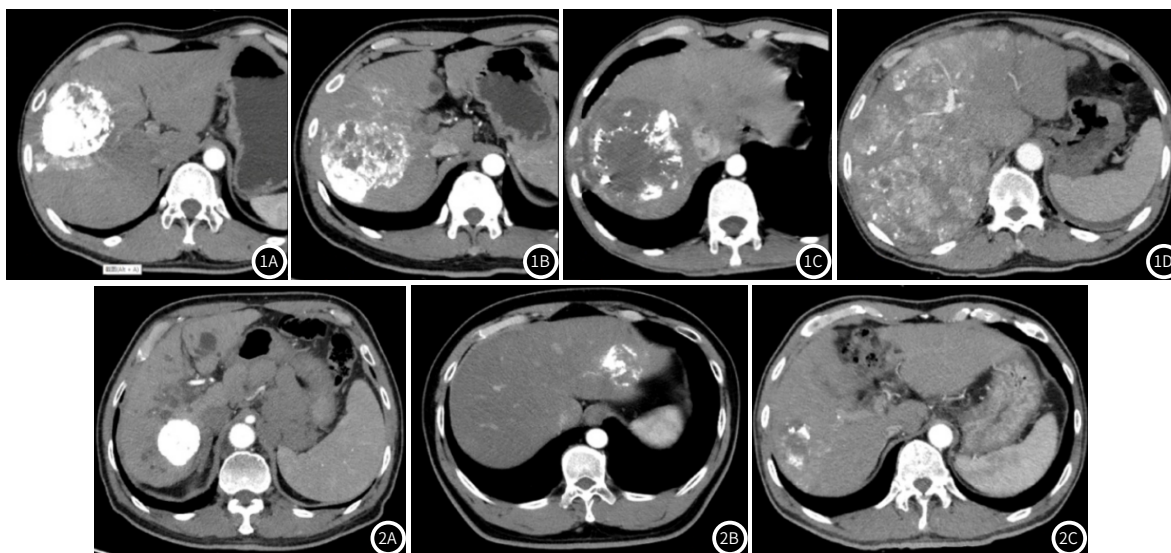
为肿块型PLC患者患者术后复查CT图, 其中图1A为36岁男性PLC患者肿瘤部位呈现I型碘油沉积; 图1B为32岁男性PLC患者肿瘤部位呈现II型碘油沉积; 图1C为38岁男性PLC患者肿瘤部位呈现III型碘油沉积; 图1D为70岁男性PLC患者肿瘤部位呈现IV型碘油沉积。图2 结节型PLC患者患者术后复查CT图, 其中图2A为72岁男性PLC患者肿瘤部位呈现I型碘油沉积; 图2B为39岁男性PLC患者肿瘤部位呈现II型碘油沉积; 图2C为65岁男性PLC患者肿瘤部位呈现III型碘油沉积。
